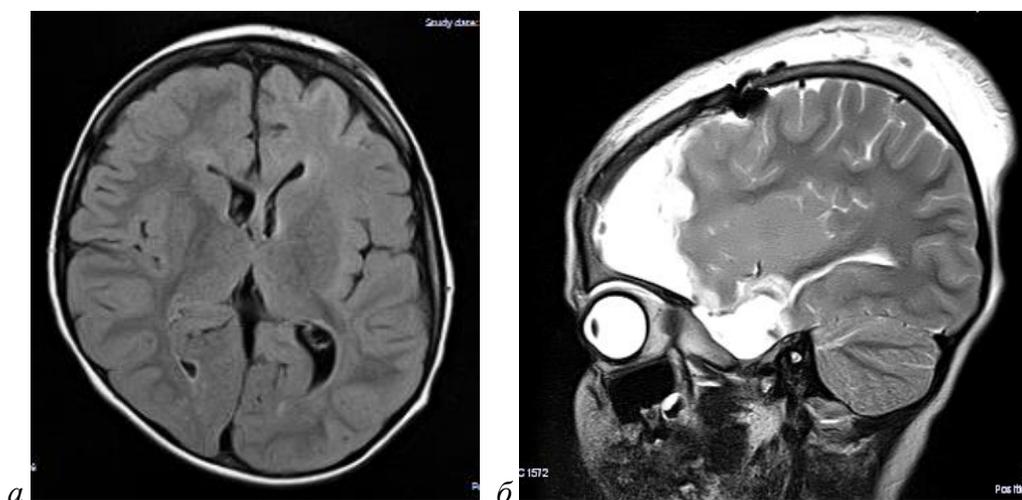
МРТ пациентки 5 лет с симптоматической эпилепсией, фокальной корковой дисплазией правых лобной и височной долей, симптоматической эпилепсией до (а) и после через 3 дня после (б) операции.
